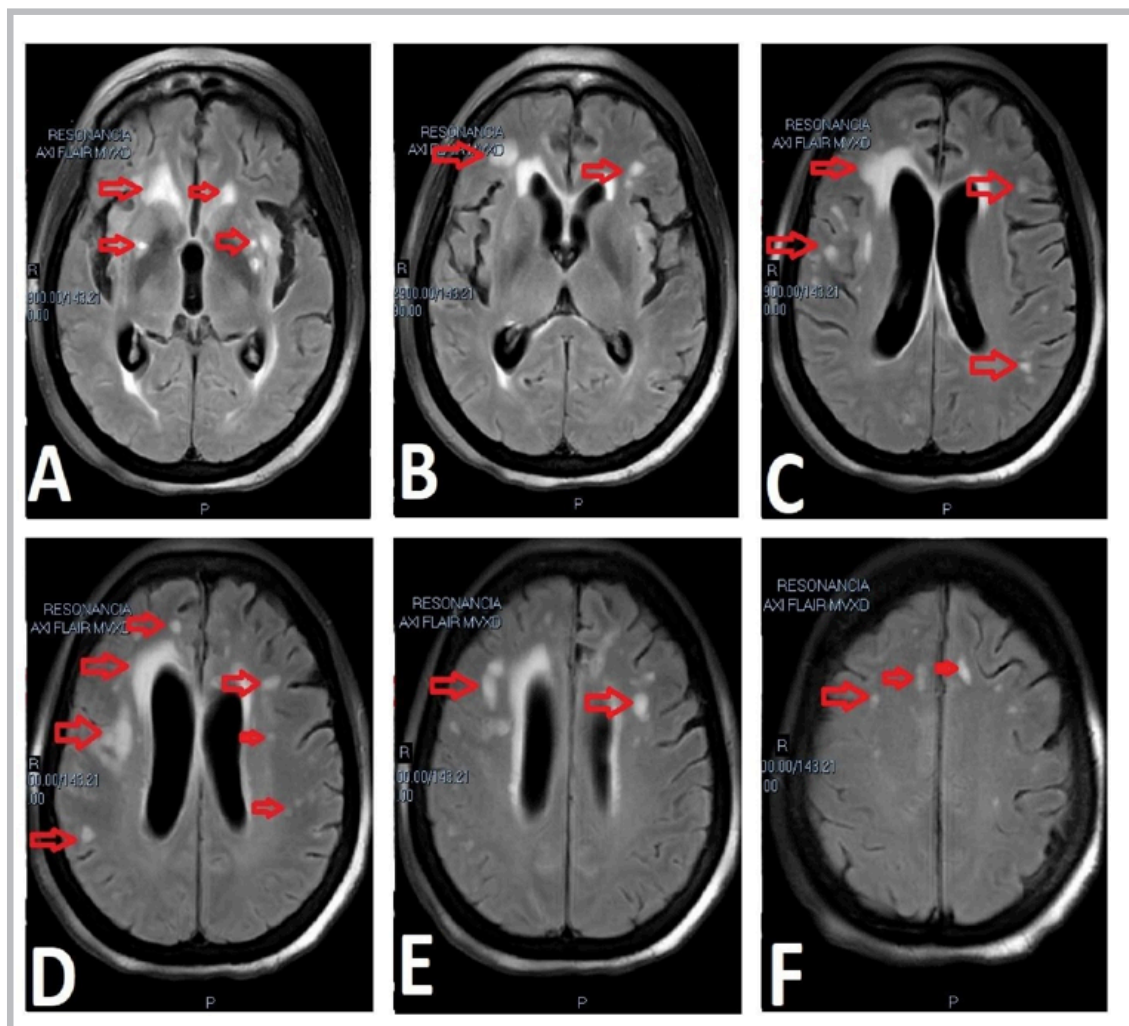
Paciente con múltiples lesiones que realzan al corte axial de resonancia en secuencia FLAIR, las flechas rojas identifican las lesiones; en las imágenes A y B, vemos extenso realce y compromiso de múltiples lesiones a nivel ganglio basal. En las figuras C, D y E, se recalca el compromiso subependimial y a nivel de materia blanca. Por último, en la figura F, asemejando enfermedad de sustancia blanca, lesiones que realzan.
